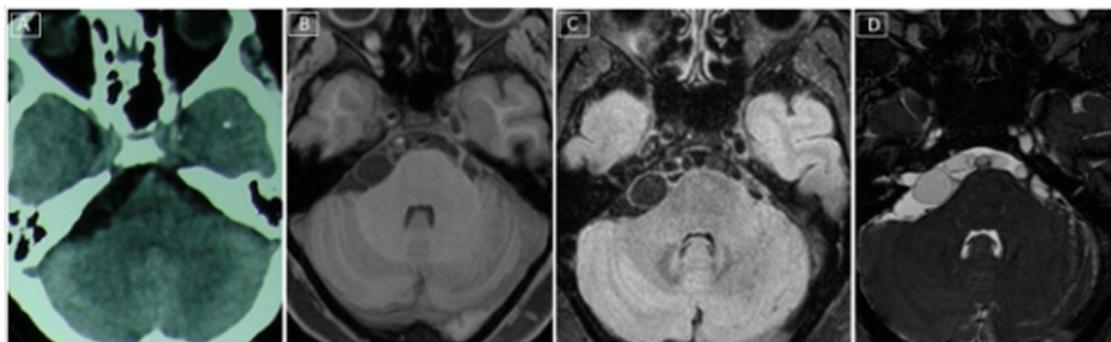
Neuroimágenes del segundo caso en cortes axiales (tomografía axial computarizada [A], resonancia magnética en TFE T1 [B], FLAIR [C] y BFFE [D]). En la secuencia BFFE se visualizan las lesiones quísticas con mejor definición, diferenciándose del líquido cefalorraquídeo.
